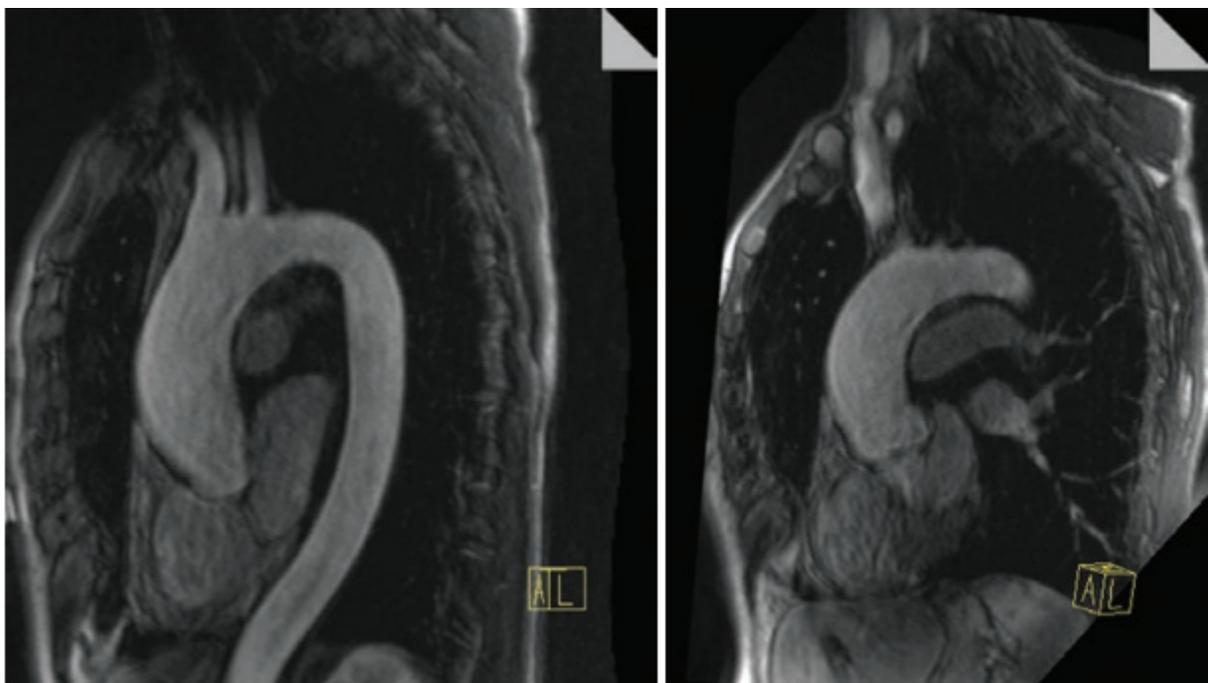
Angiorresonancia magnética donde se observa AAT de la porción ascendente. Imagen extraída de Gunn TM, GuptaVA, Nadig V, Sorrel VL, Saha SP. “Ascending Aortic Aneurysm”. En: Dieter RS, Dieter RA, Jr, Dieter RA, III. *Disease of the Aorta*. Suiza. Springer Nature Switzerland AG., 2019, p 165. https://doi.org/10.1007/978-3-030-11322-3_11
